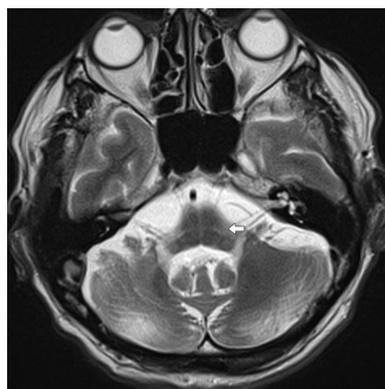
МРТ головного мозга (март 2019 г.). Симптом «креста» (указано стрелкой)
